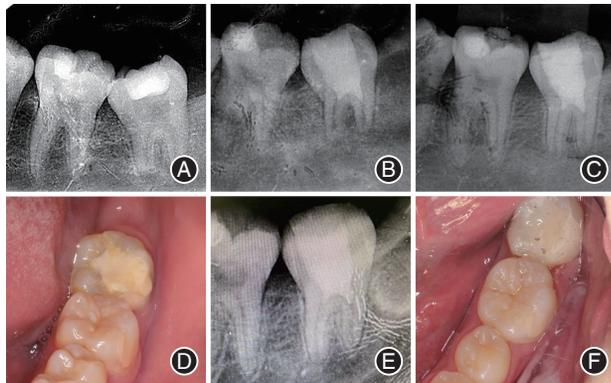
37牙慢性根尖周炎患者髓血运重建术前后及随访图像资料 A:术前X线片;B:术后即刻X线片;C:12个月后复查X线片;D:12个月后复查口内照;E:18个月后复查X线片;F:18个月后复查口内照。
